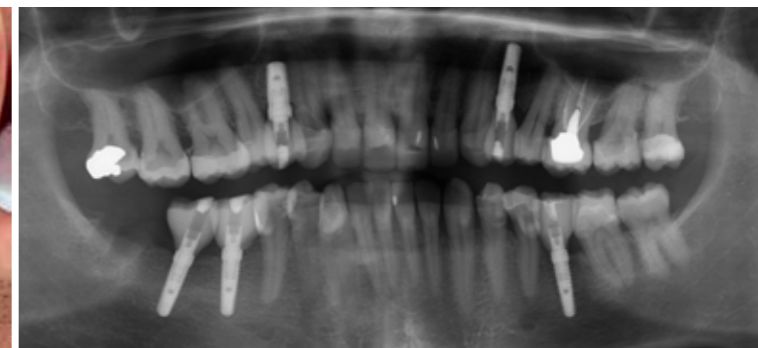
Die Röntgenkontrolle zeigt die erfolgreiche Osseointegration sowie die spaltfrei verschraubten Implantatkronen.
